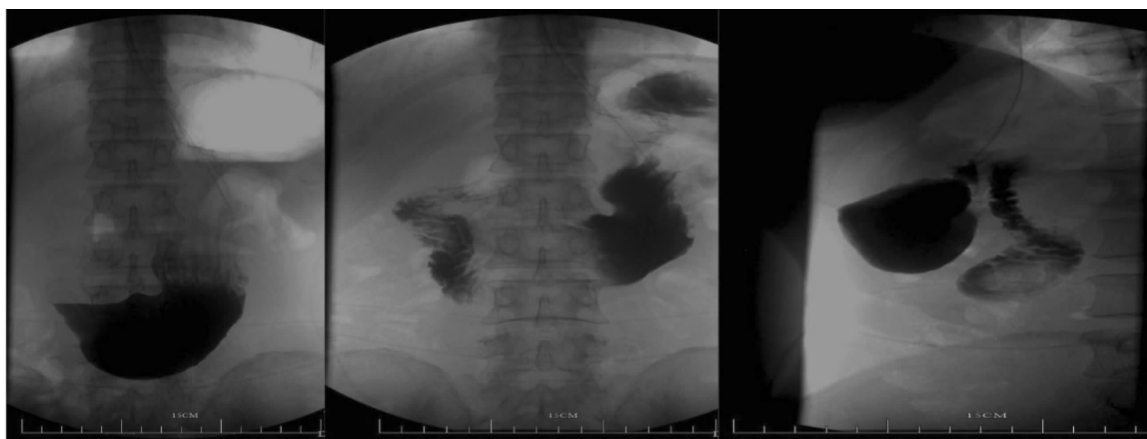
Gastrointestinal radiography
